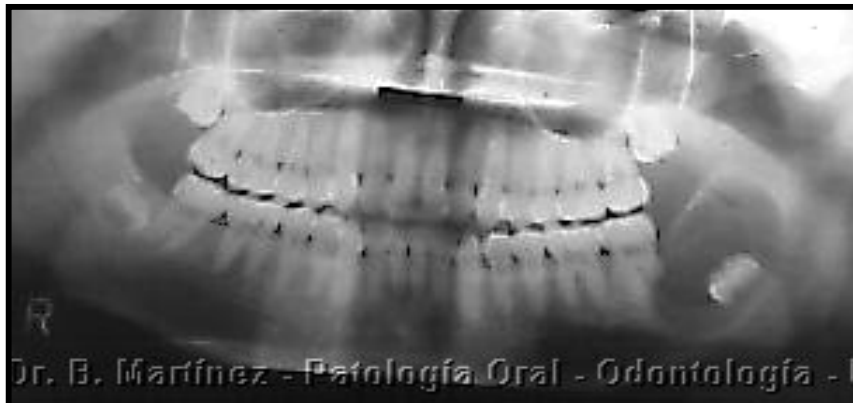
ORTOPANTOMOGRAFÍA. Ameloblastoma uniuquístico, radiolucidez en relación a tercer molar inferior, desplazado, bien delimitada, y con reabsorción de raíz distal del segundo molar<sup>30</sup>
